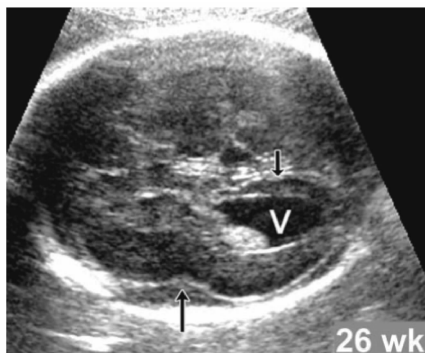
伴 Miller-Dieker 综合征的无脑回-巨脑回畸形胎儿,此图为孕 26 周超声,相比同孕周大脑外侧裂低平(向上箭头)且伴有轻微脑室扩张(向下箭头)^[53]
